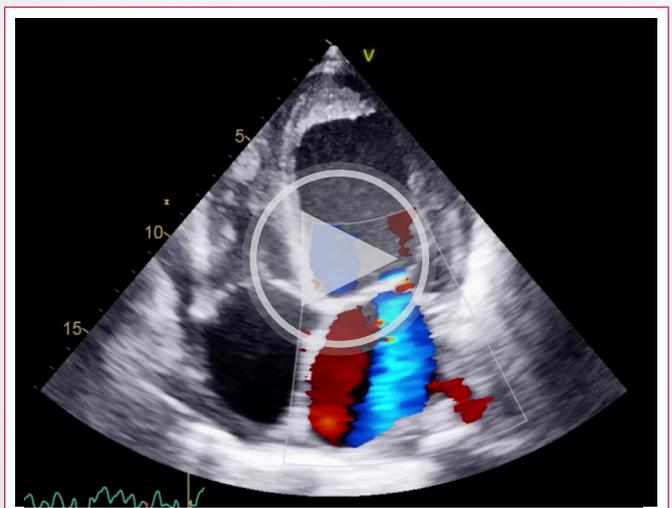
Ventana apical 4 cámaras, se observa un trombo ventricular derecho de 14x17x42 mm adherido a la pared libre que se extiende a la región apical.
